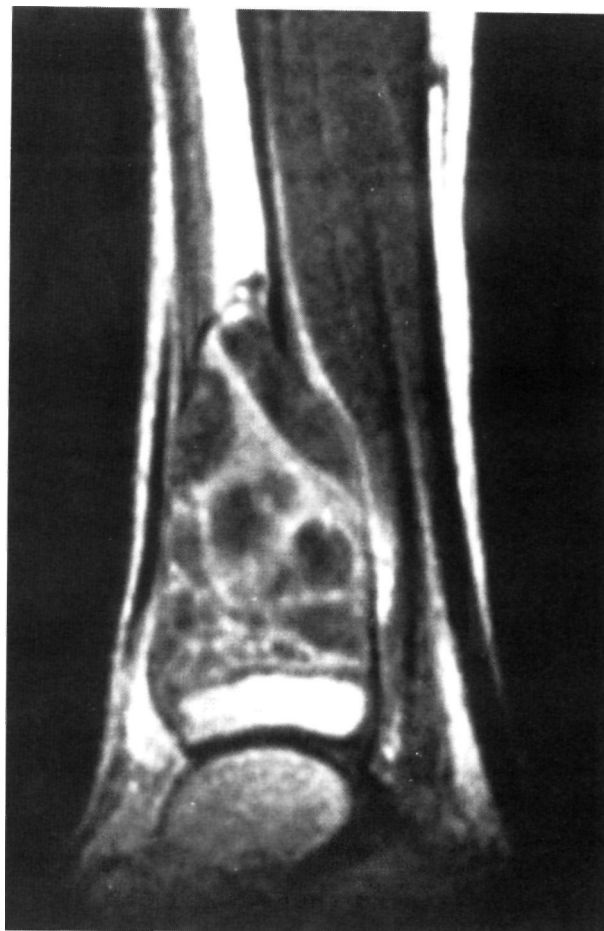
Corte sagital de RMN donde se comprueba el carácter quístico de la lesión y cómo está limitada distalmente por la fisis. El contraste permite visualizar numerosas zonas de necrosis tumoral.
